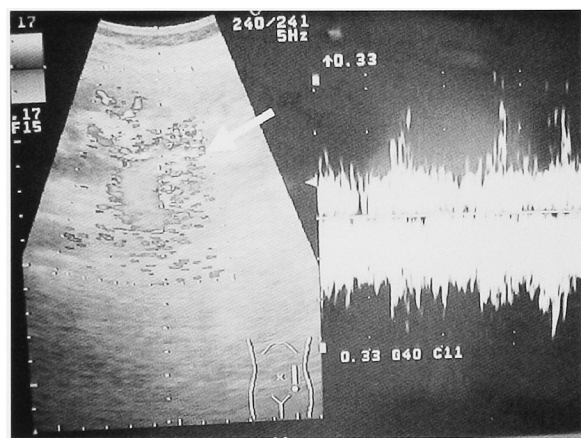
Color Doppler imaging demonstrated a turbulent flow (arrow). Pulsed Doppler from AVF showed a pulsatile waveform in it.
